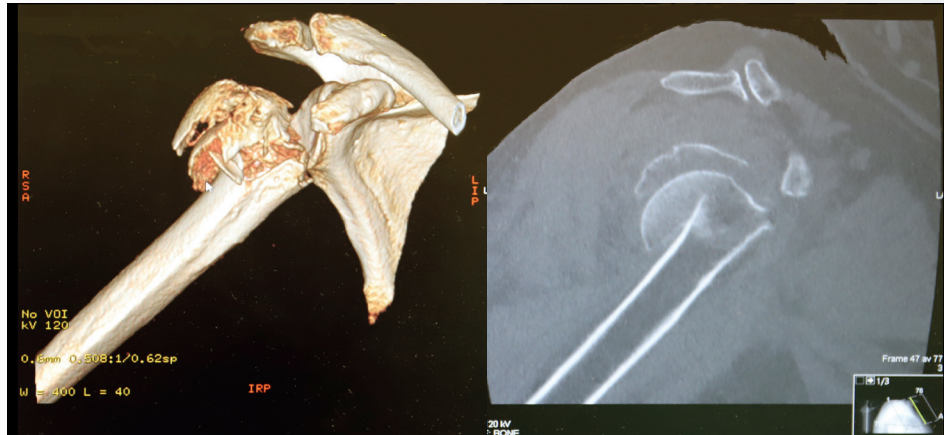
3D-визуализация перед операцией с помощью КТ (слева) и сагиттальный вид (справа) перелома проксимального отдела плечевой кости до операции.
